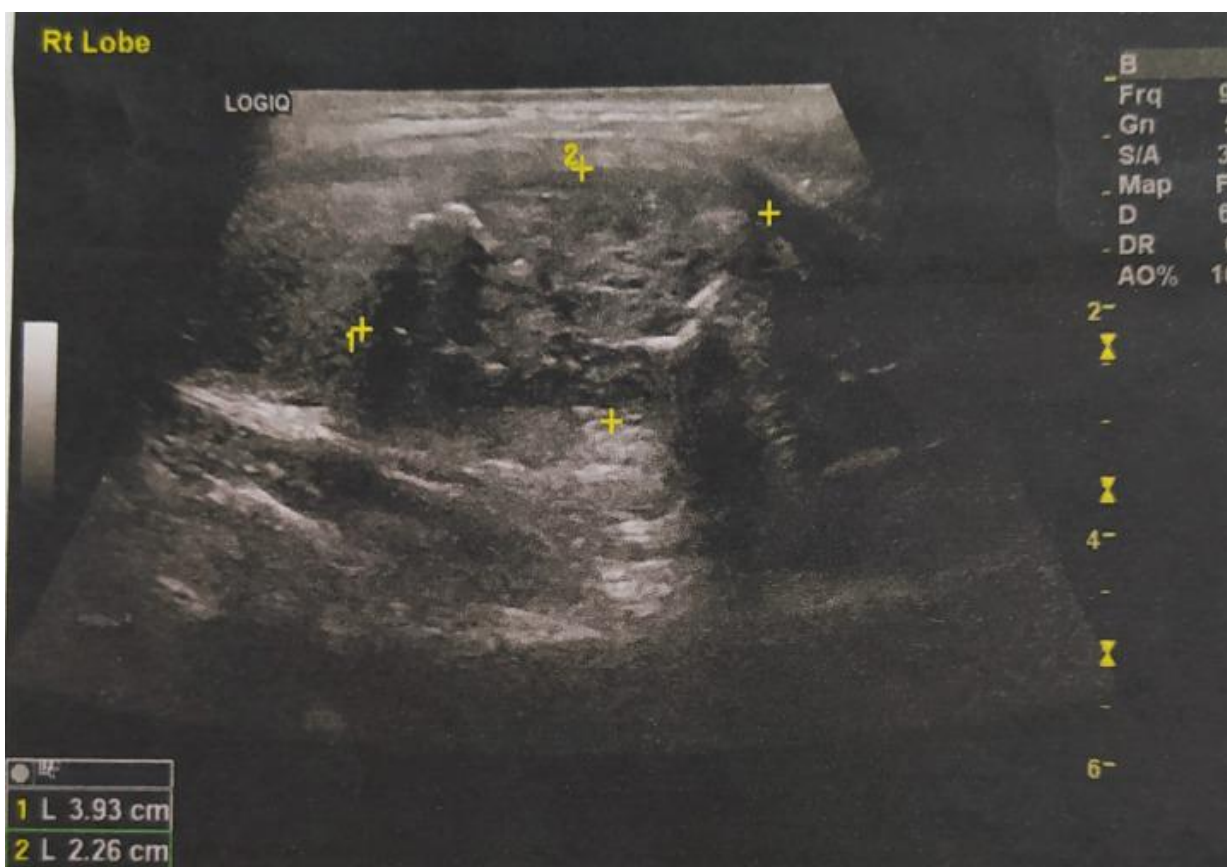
Aspectul ecografic al NiT solizi cu incluziuni coloidale, intens hipoeoici, contur bosenlat (TI-RADS 4)
